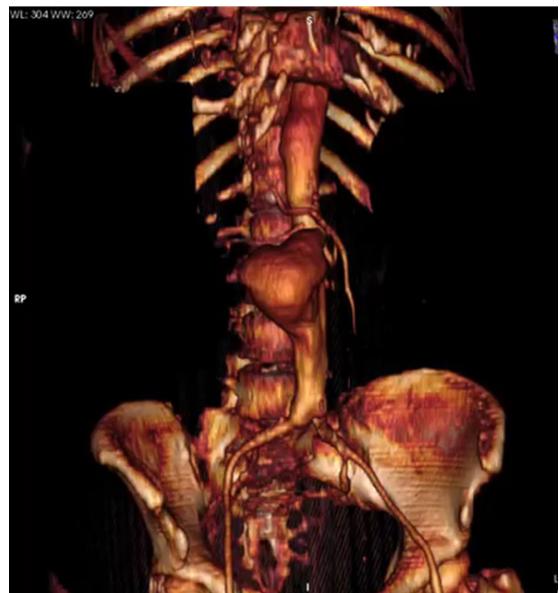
Tomographic reconstruction showing juxtarenal abdominal aortic aneurysm.
